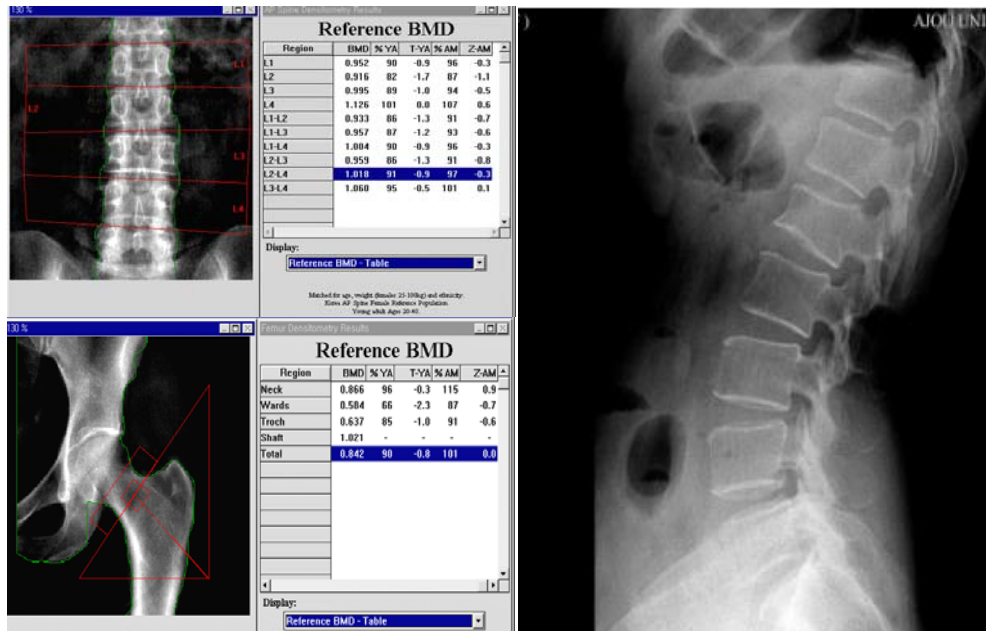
Case 1: first reading, osteopenia. L2 gas artifact is suspected. L4 degenerative change is observed. X-ray: Mild degenerative spondylosis. Compression fracture is seen at L1. Second reading: osteoporosis with fracture. L1 compression fracture is observed. L1, L4 gas artifacts are observed. L4 degenerative changes are observed.
